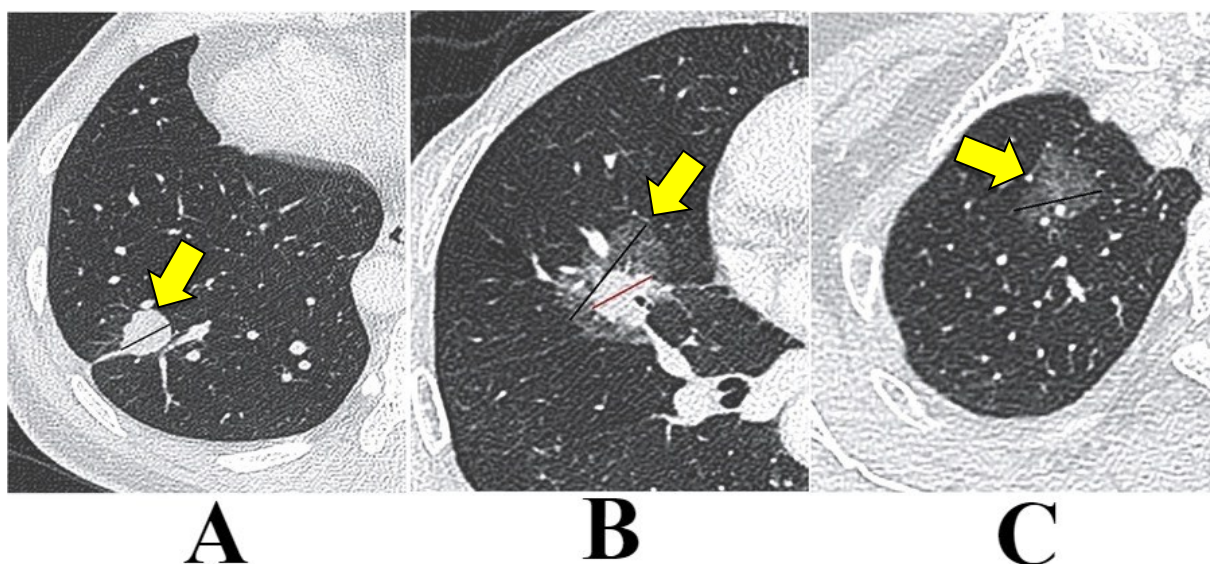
Exemplos de tomografias computadorizadas de tórax. (A) Exemplos de nódulo sólido, (B) parcialmente sólido e (C) padrão de vidro fosco em uma tomografia computadorizada de tórax. Fonte: Adaptado de Ye et al., 2019, Fig. 1 (Journal of Thoracic Oncology).
